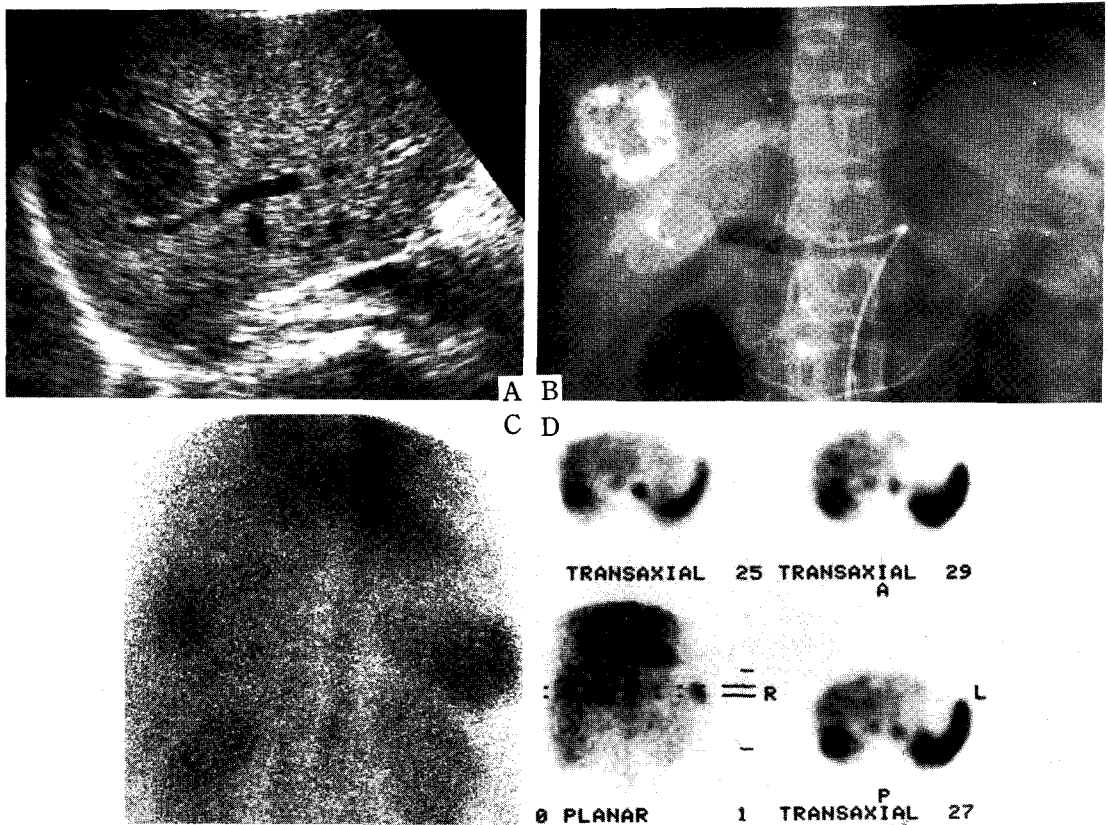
Representative case of sonographically atypical hemangioma.
